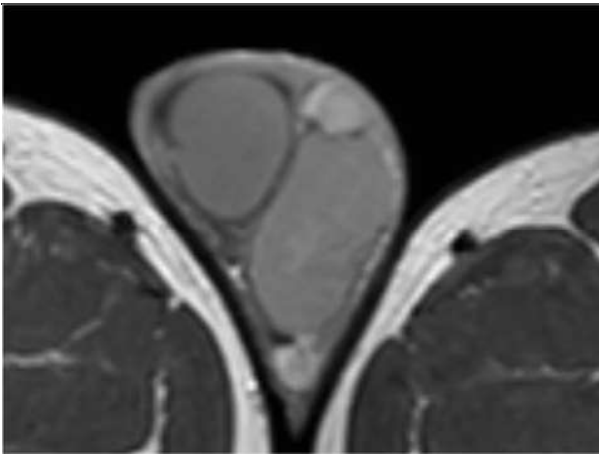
МР-томография малого таза.
